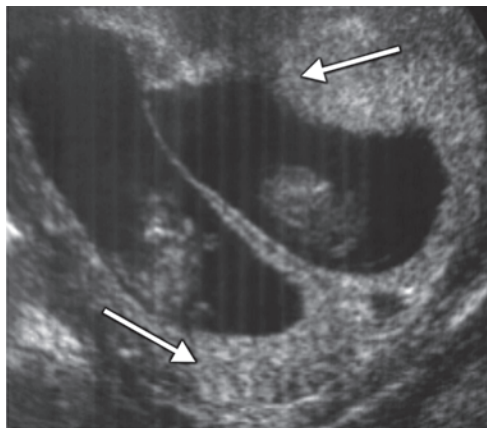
Ultrassonografia: gestação gemelar dicoriônica. As setas indicam os respectivos trofoblastos a serem punccionados para a obtenção do cariótipo fetal.
